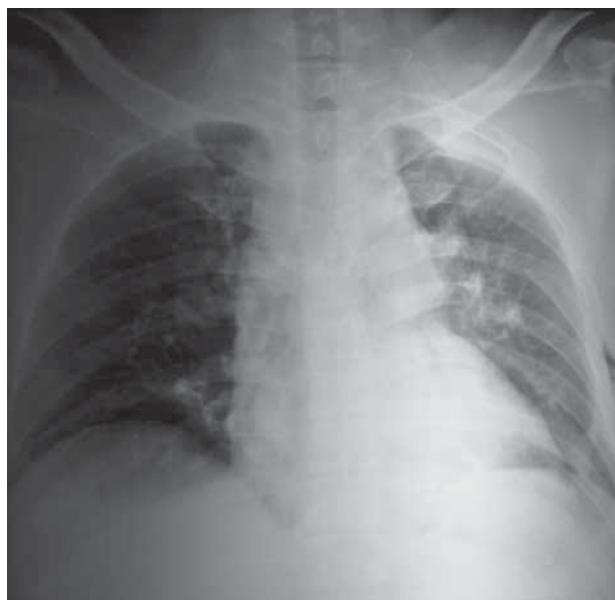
Radiografía de tórax en donde se observan fracturas costales, se insinúa contusión pulmonar basal izquierda y se aprecia lo que podría corresponder a enfisema subcutáneo.
